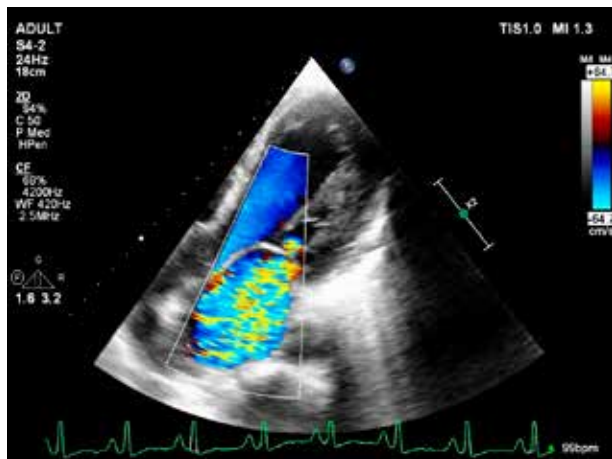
Ecocardiografia transtoracică incidentă apical 5 camere, mod Doppler color: regurgitare mitrală severă
